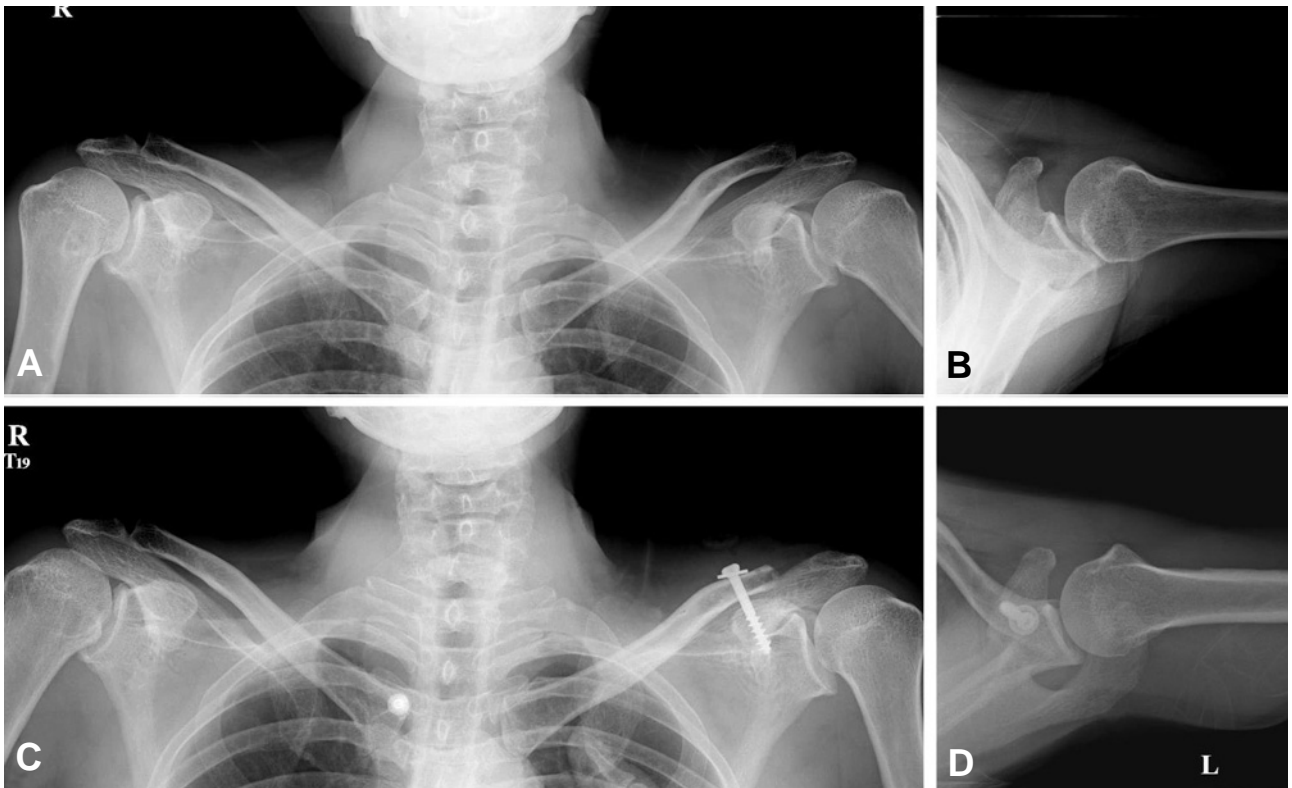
Routine anteroposterior radiograph (A) shows no separation of the acromioclavicular joint, but axillary lateral radiograph (B) reveals distal clavicle displaced posteriorly. Postoperative radiographs show reduction of acromioclavicular joint by modified Weaver-Dunn technique using the 6.5mm cancellous screw fixation (C) and distal clavicle was well aligned to acromion on axillary view (D).
